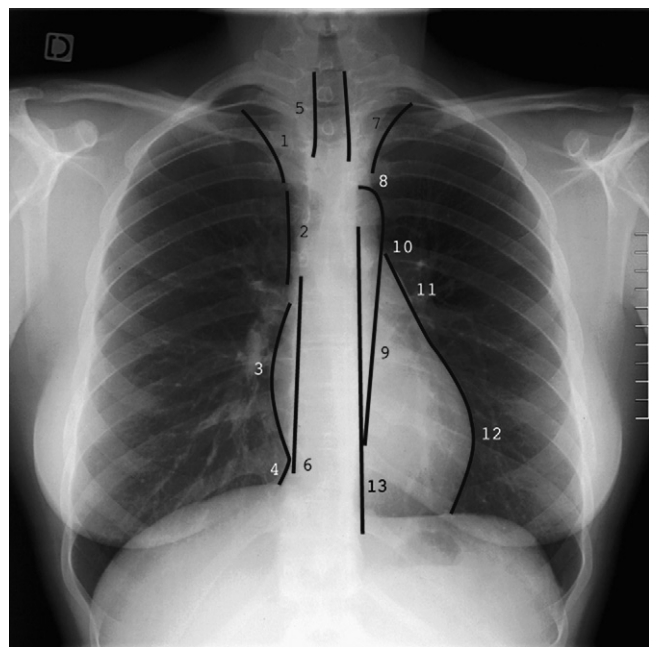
Radiographie thoracique de face, bords et lignes médiastinales (1).
